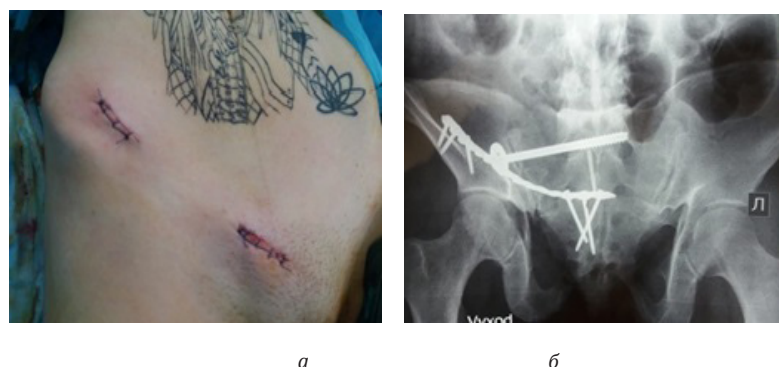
а - вид раны после малоинвазивного остеосинтеза костей таза, б - обзорная рентгенография костей таза, после операции с фиксацией перелома в условиях металлоконструкции
